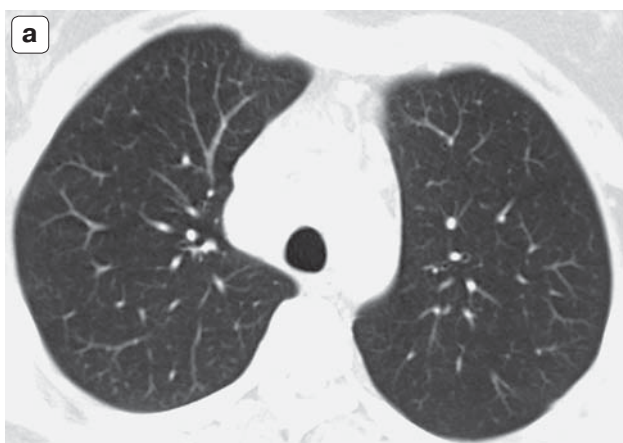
КТ-изображения органов грудной клетки. Появление интерстициальных изменений в обоих легких у больной с лимфомой Ходжкина после проведения 4 циклов полихимиотерапии по схеме BEACOPP. а – до лечения; б – после лечения.
